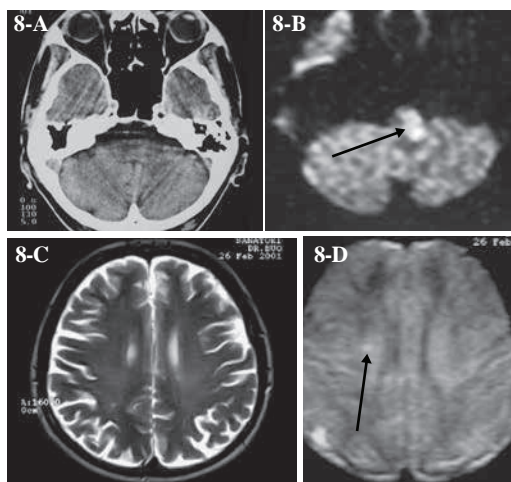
(8A) TC sin contraste al nivel de la fosa posterior, con múltiples artefactos que imposibilitan valorar adecuadamente el tronco cerebral. (8B) IRM del mismo paciente que presenta clínicamente un Síndrome de Wallenberg; se aprecia una hiperseñal sugestiva de isquemia en bulbo raquídeo en la secuencia DWI. (8C) Secuencia FSE ponderada en T2 normal en otro paciente con paresia braquial izquierda de reciente comienzo (menos de 6 hs). (8D) Secuencia DWI en mismo paciente, donde se observa una pequeña área de isquemia (flechas en B y D)
